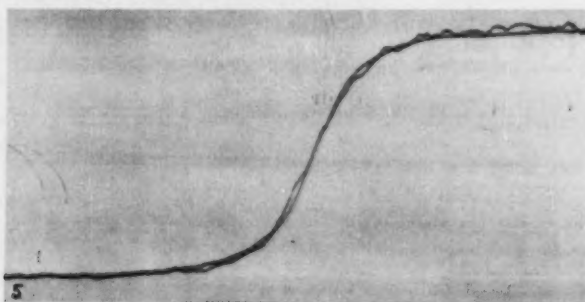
Mikrophotometerkurve des Röntgenpapiers und des Röntgenfilms übereinanderkopiert.
